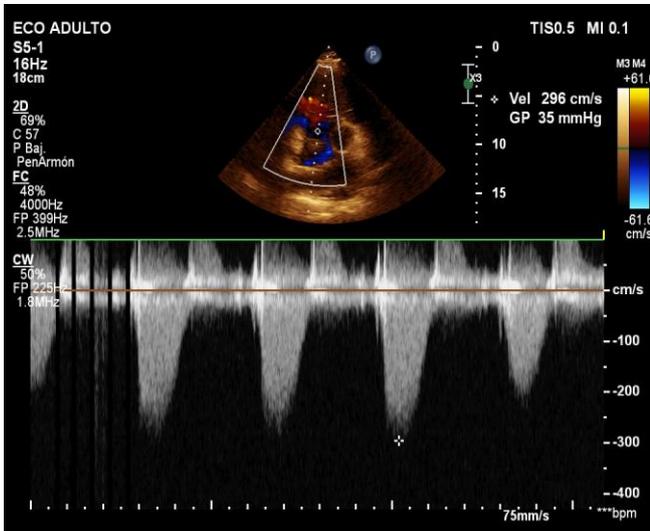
Ecocardiografía transtorácica eje corto a nivel de grandes vasos donde se observa masa tumoral que ocupa ventrículo derecho con obstrucción del tracto de salida de ventrículo derecho, en modo bidimensional (A), doppler color (B) y doppler continuo (C).
